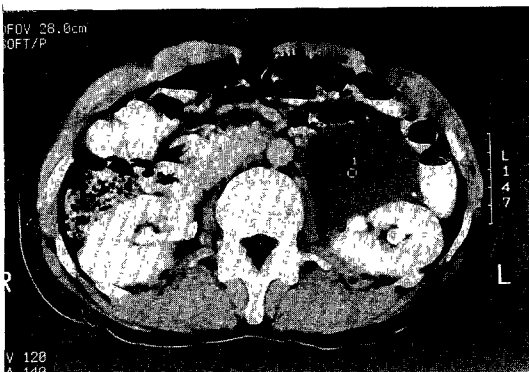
Abdominal CT scan shows 10×8×8cm sized, well demarcated cystic mass on anterior aspect of left kidney.
